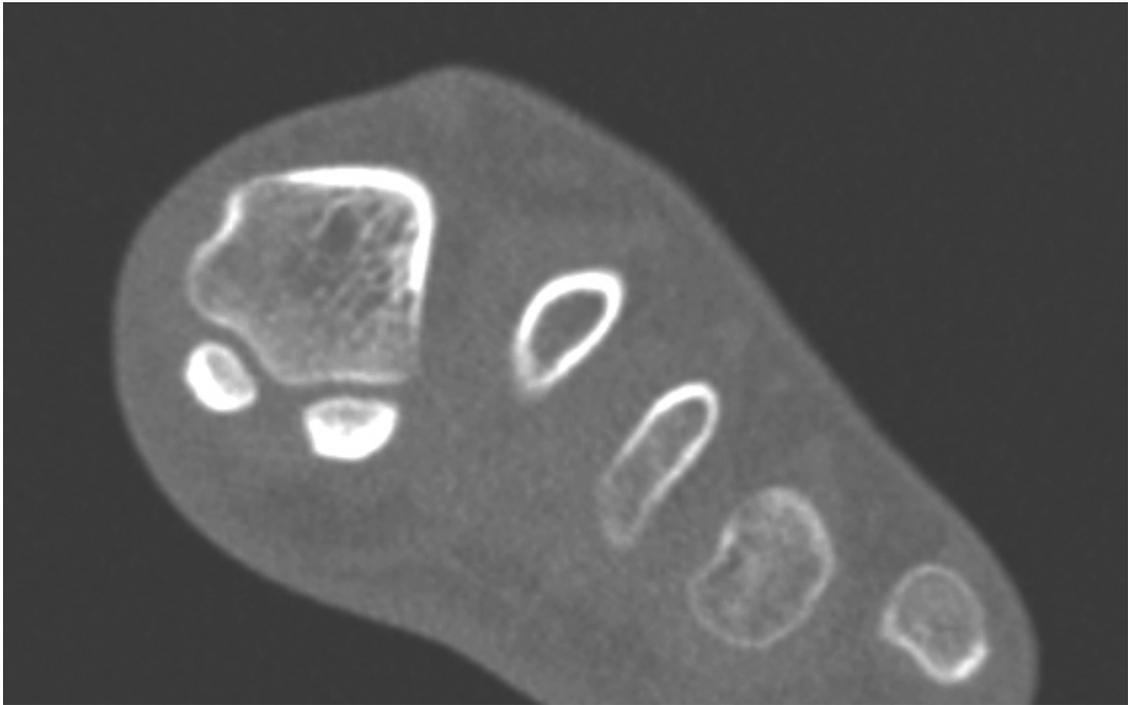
Sección de tomografía axial computarizada (T.A.C.) que nos muestra la imagen del primer metatarsiano y los dos sesamoideos. Obsérvese la diferente densidad ósea.
